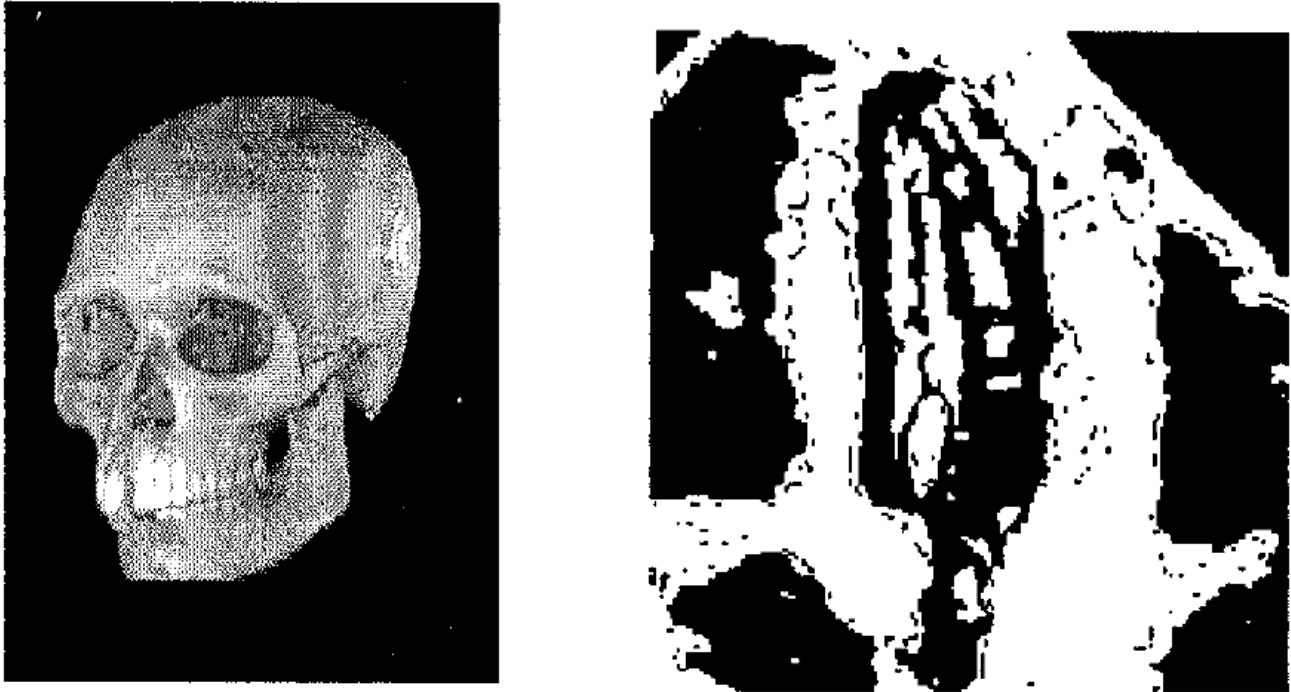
Visualización tridimensional en TAC y Ecografía.
